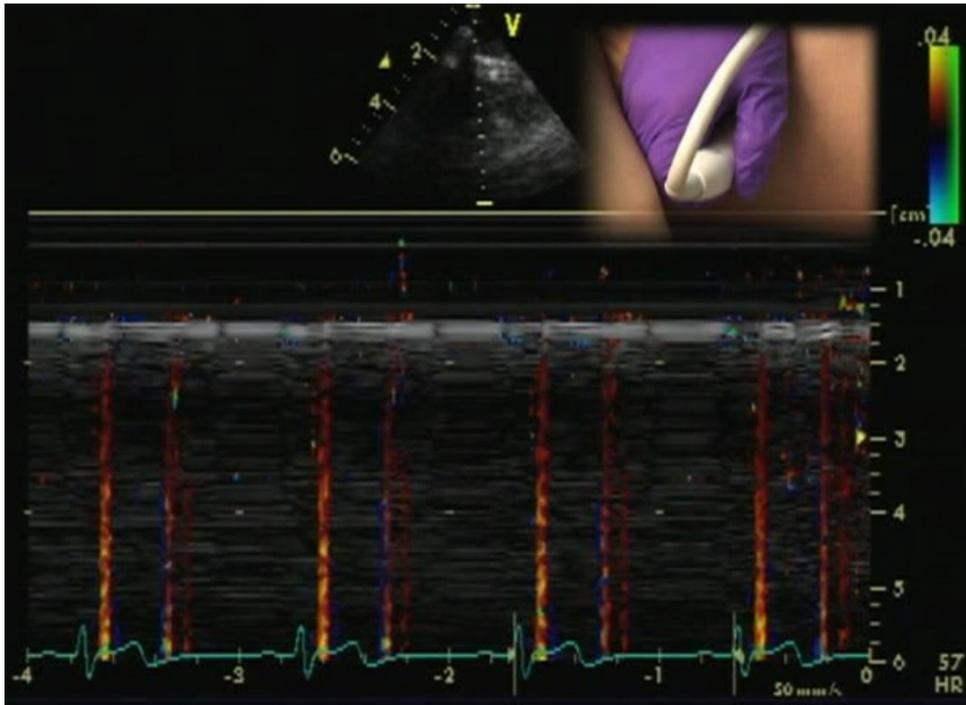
Pouls pulmonaire mis en évidence par le Mode M et le Doppler couleur
